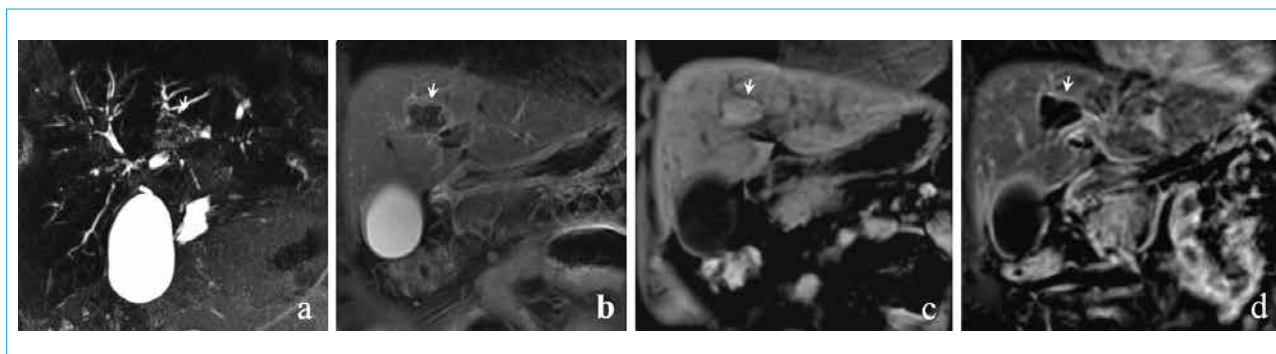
Abdominal MRI from December 7, 2022. Magnetic resonance cholangiopancreatography (a) and subtraction post-contrast T1-weighted VIBE images (d) data indicate that the T2-hypo- (b), T1-hyperintense (c) focal formation in the IV liver segment (arrows) is a suprastenotic balloon-shaped dilation of the bile duct in the IV liver segment filled with cholangioliths (a) and accumulating magnetic resonance contrast agent only by its walls (d): a – magnetic resonance cholangiopancreatography (IV segment duct reconstruction); b – T2 mode with fat suppression, BLADE method, coronary projection; c – native T1-weighted VIBE image, coronary projection; d – subtraction post-contrast T1-weighted VIBE image in the delayed phase, coronary projection
